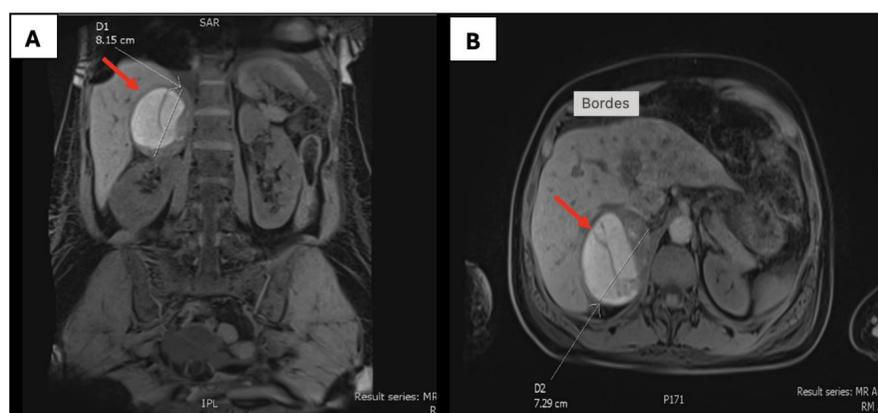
RMN abdominal, cortes sagital (A) y transversal (b). Hematoma suprarrenal derecho (flechas).
